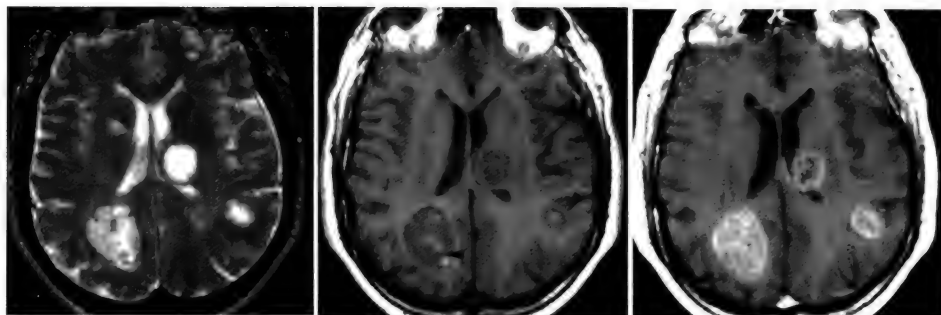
Метастазы в головной мозг (указаны стрелками на среднем изображении). Тип МРТ-изображений: слева — Т2-взвешенное изображение; в центре — Т1- взвешенное изображение; справа — Т2-взвешенное изображение с подавлением сигнала от жидкости (ликвора)
